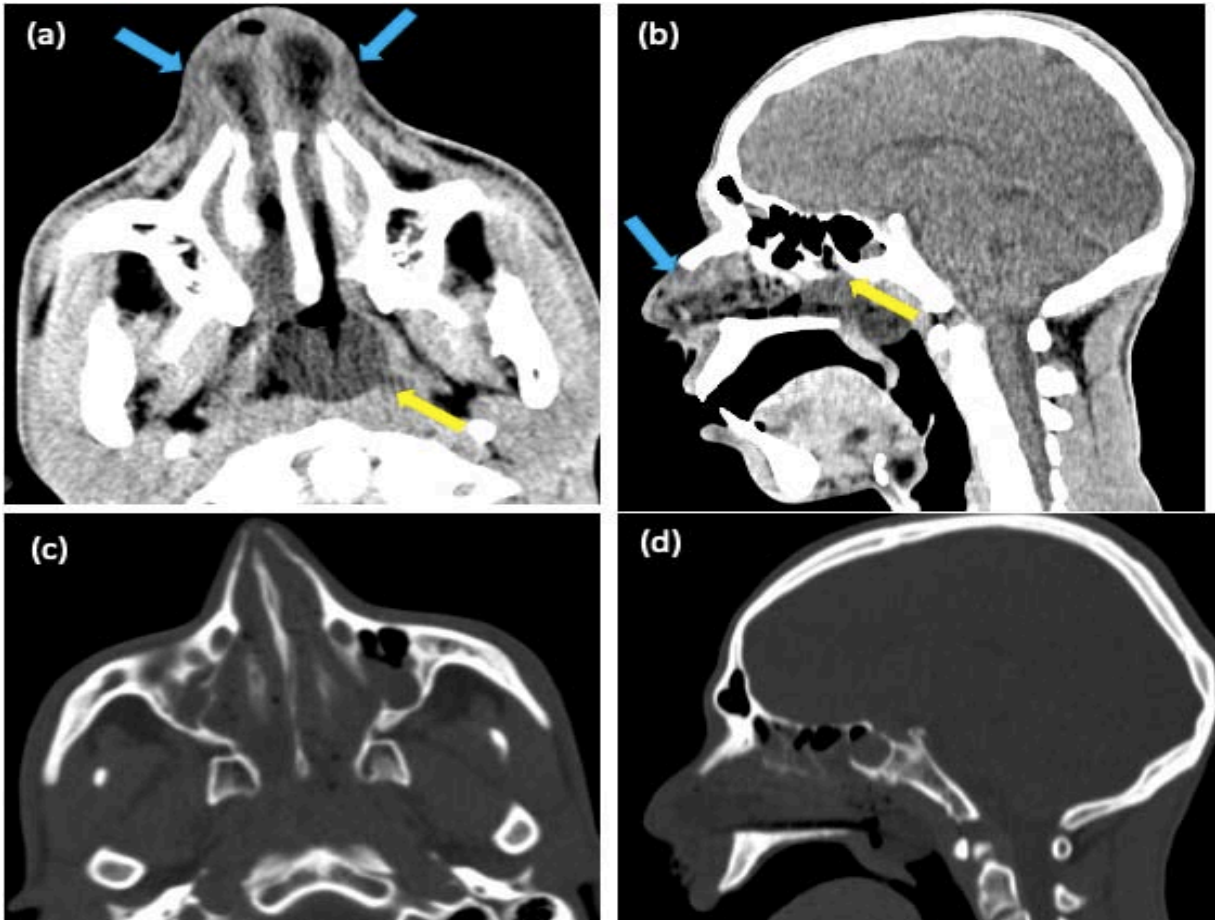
TDM cérébrale sans injection de PDC: Coupe axiale (a) et sagittale (b) en fenêtre parenchymateuses objectivant le comblement des fosses nasales par des mèches du matériel (flèches bleues) et par un ballonnet gonflé au niveau du rhinopharynx (flèches jaunes). Coupe axiale (c) et sagittale (d) en fenêtres osseuses n'objectivant pas d'anomalie osseuse.
